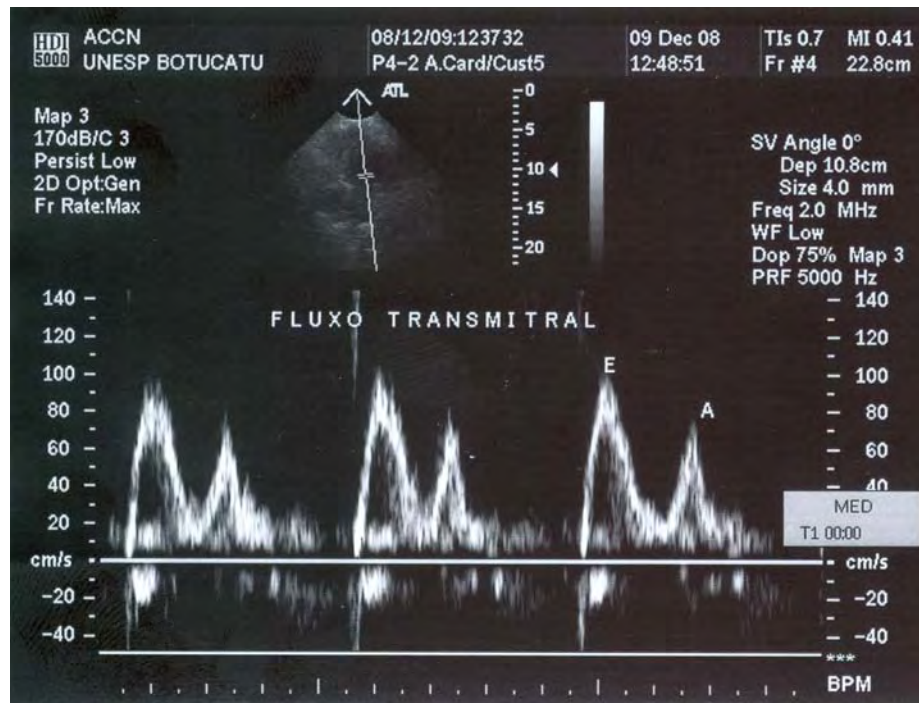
Ilustração de ecocardiograma com Doppler pulsado para mensuração das ondas E e A do fluxo diastólico transvalvar mitral.
